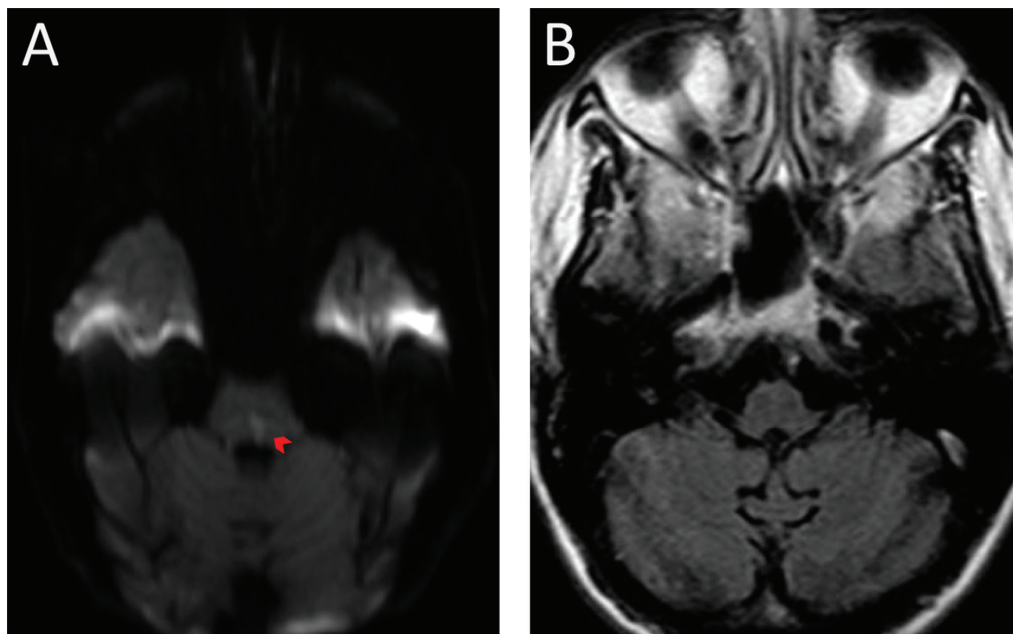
Ressonância magnética do encéfalo. A, sequência DWI mostrando lesão isquêmica em ponte (seta vermelha). B, ausência de imagem isquêmica correspondente na sequência FLAIR (presença de *mismatch* DWI-FLAIR).
